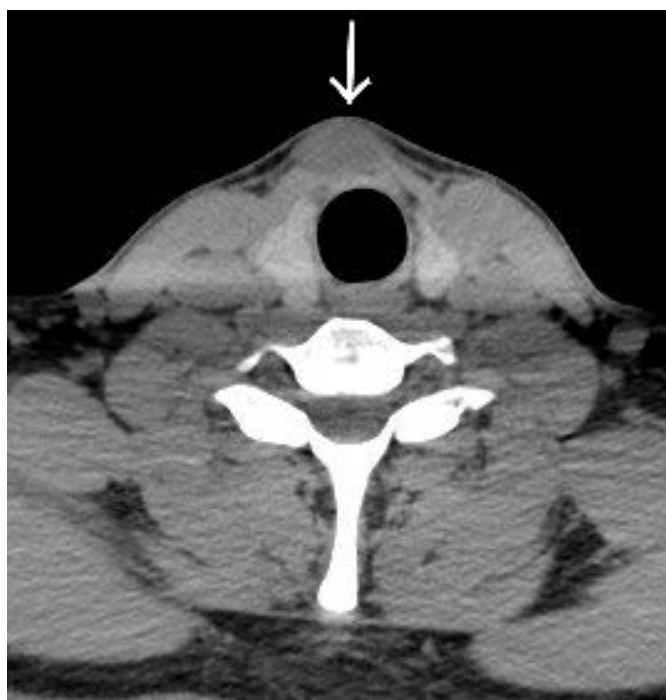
Plain CT scan showed a round low-density mass in front of the trachea with unclear local boundary (arrow)
